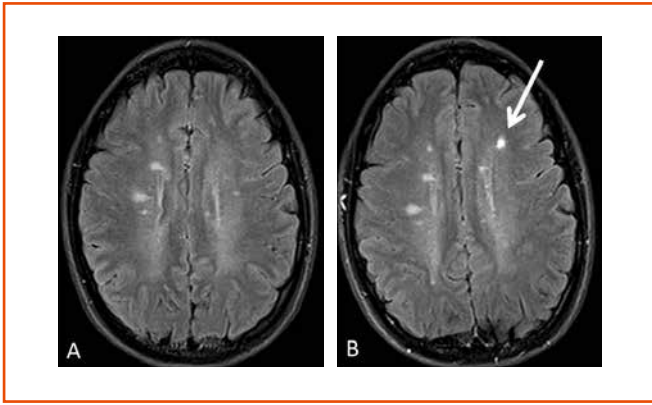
Das Baseline-MRT (A) zeigt multiple FLAIR-Läsionen periventrikulär neben weiteren Läsionen infratentoriell und subkortikal (hier nicht gezeigt), somit Dissemination im Ort gegeben. Ein weiteres MRT drei Monate später (B) zeigt eine neu aufgetretene Läsion links frontal (Pfeil), von daher Dissemination in der Zeit und somit Frühdiagnose MS nach einem klinischen Ereignis (CIS) erfüllt.
